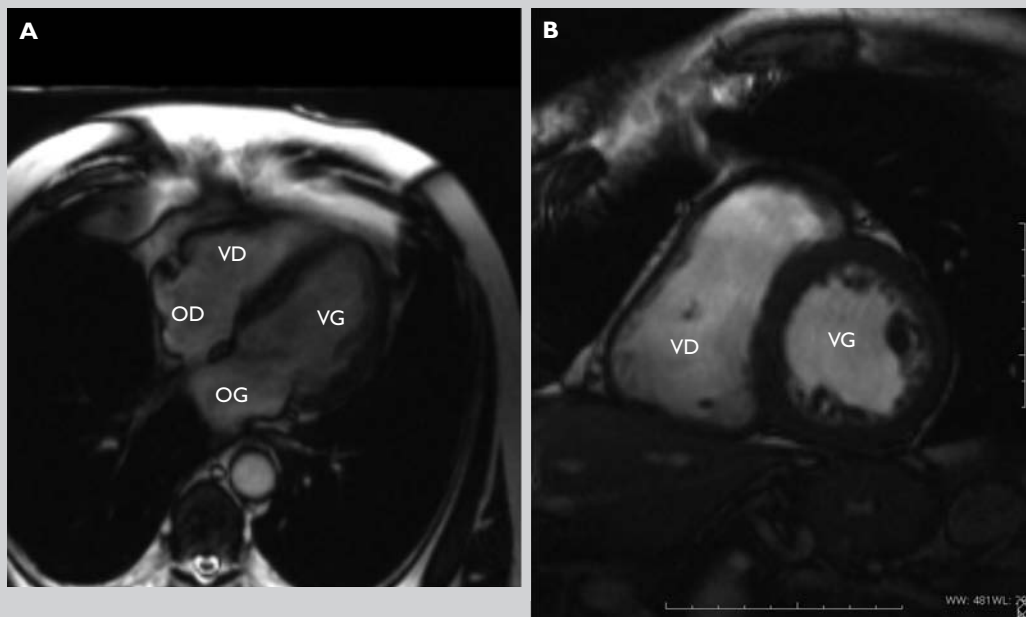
Morphologie normale du ventricule gauche en IRM
